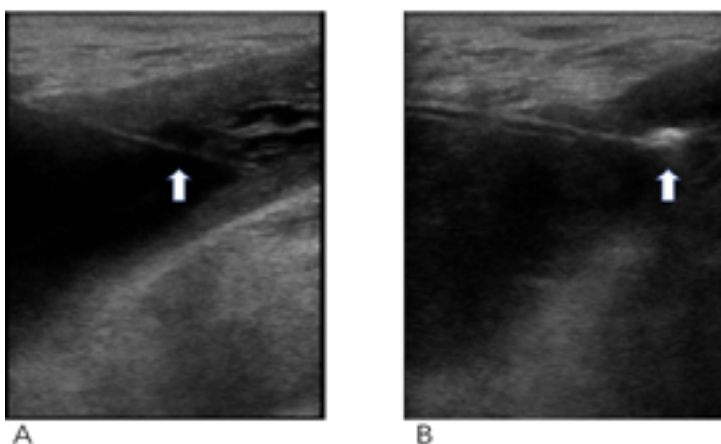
А: В полость кисты введен лазерный торцевой световод (Стрелка). В: Под УЗИ-контролем выполнена лазерная облитерация кисты; место облитерации обозначено стрелкой.
